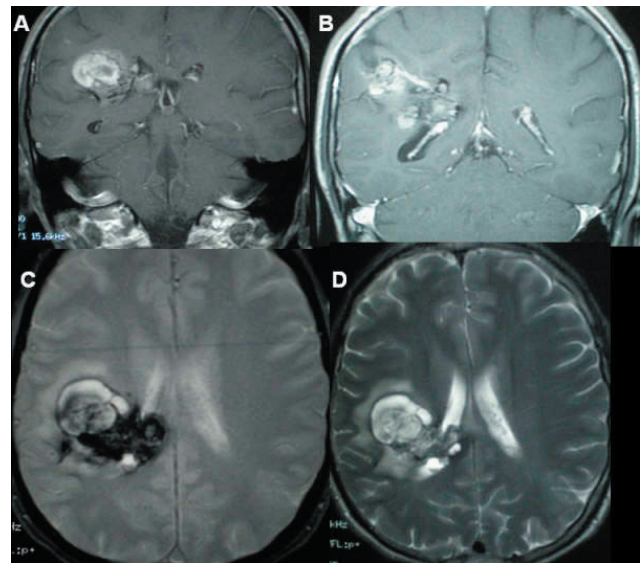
Caso 2. RMN: T1 con gadolinio coronales (A y B) y axiales Eco-gradiente-T2 (C) y T2 (D). Imágenes obtenidas durante la fase aguda del hematoma en las que se aprecian los cambios de intensidad propios de una hemorragia sin apreciarse claramente malformación venosa alguna.
